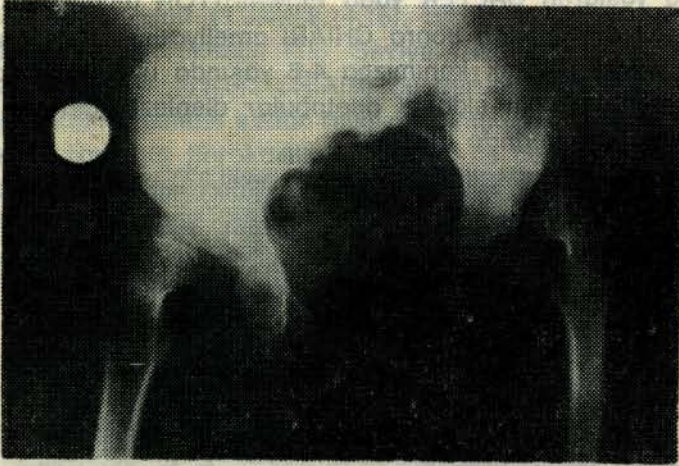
5 — Asetabular displazinin CHIARI pelvik osteotomisi ile düzeltildikten 3 yıl sonraki grafisi.
